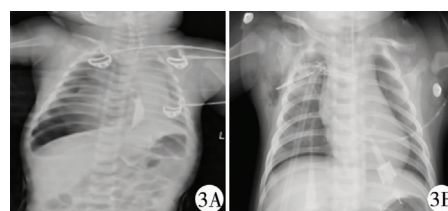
先天性食管闭锁术后吻合口狭窄行食管扩张术后发生穿孔患儿X线片 A:术后胸片提示右侧气胸;B:放置胸腔闭式引流后明显好转
